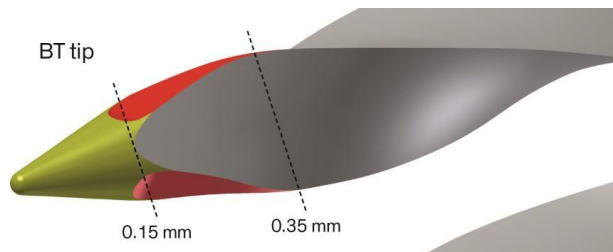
Particolare della punta BT.
